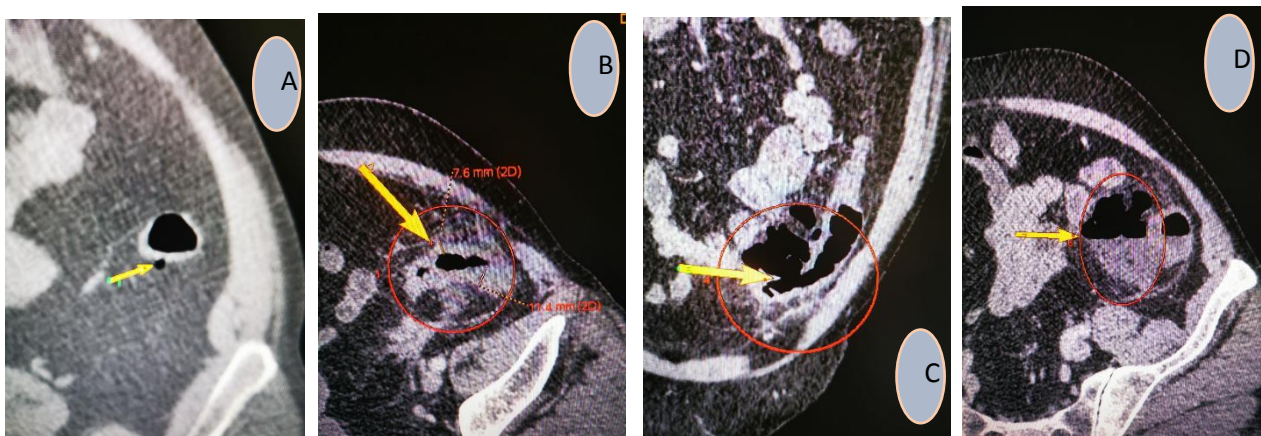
КТ с усилением пациента К., 1965 г.р. (56 лет), диагноз: дивертикулярная болезнь сигмовидной кишки, осложненная перфорацией с абсцессом. А. Единичный дивертикул сигмовидной кишки с четкими, ровными контурами, заполнен без осложнений (обследование проведено 17.09.2020); В. Утолщение стенок толстой кишки, инфильтрация параколитической клетчатки; С. Стрелкой указан дефект в медиальной стенке кишки, с наличием ограниченного скопления воздуха в параколитической клетчатке; Д. Отграниченное скопление воздуха с горизонтальным уровнем жидкости в параколитической клетчатке (обследование проведено 12.06.2021). 24.06.02021 пациент оперирован. Операция: резекция сигмовидной кишки с перфорированным дивертикулом с сформировавшимся абсцессом. Сформирована концевая сигмостома по типу Гартмана. Окончательный диагноз: дивертикулярная болезнь сигмовидной кишки, осложненная перфорацией с абсцессом.
